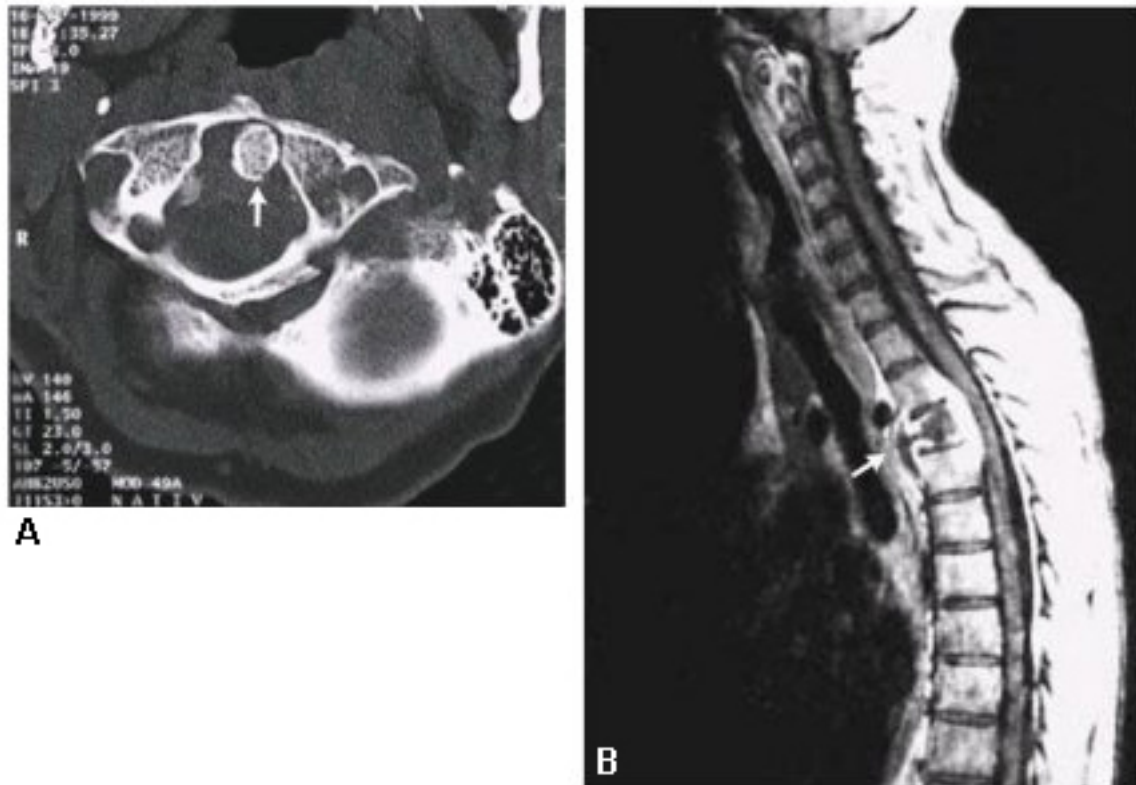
TC donde se observa TB espinal (enfermedad de Pott)
